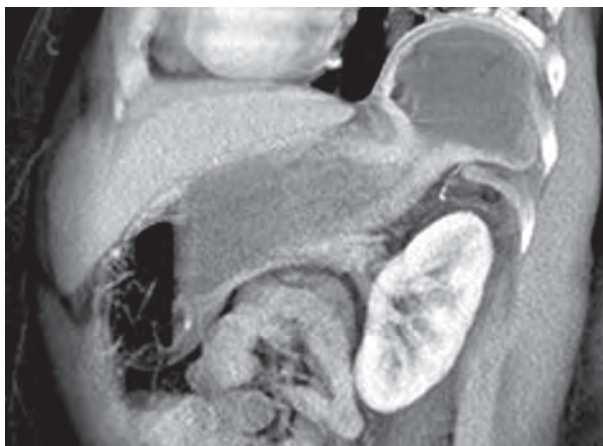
Грыжа Харрингтона (данные магнитно-резонансной томографии)
